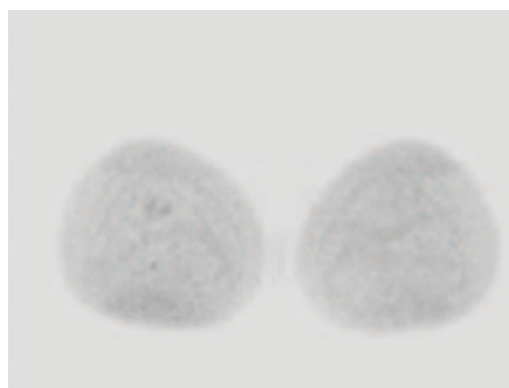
la lesione descritta non presenta significativa restrizione dell'acqua libera nella sequenza pesata in DWI.
